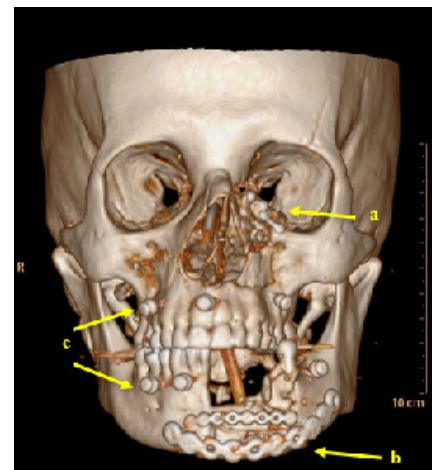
Reconstrucción tridimensional por tomografía computarizada de cara post reconstrucción. a) Placas y tornillos en fractura del reborde orbitario inferior y seno maxilar izquierdo. b) Placas y tornillos en sínfisis mandibular izquierda, defecto óseo del reborde alveolar. c) Tornillos de cerclaje sobre el maxilar y mandíbula. En la esquina inferior izquierda se observa cubo con orientación anatómica del modelo tridimensional: R (Right – lado derecho), A (Anterior – hacia adelante o cara frontal), F (Foot – hacia abajo o inferior).
